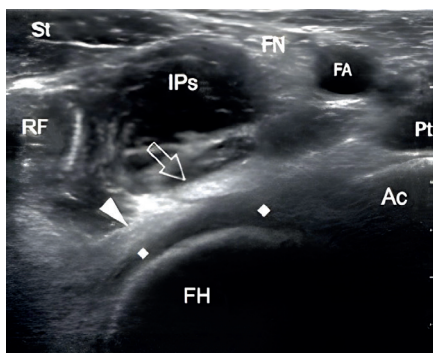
УЗИ переднего отдела бедра на уровне сосудисто-нервного пучка<sup>1</sup>:
